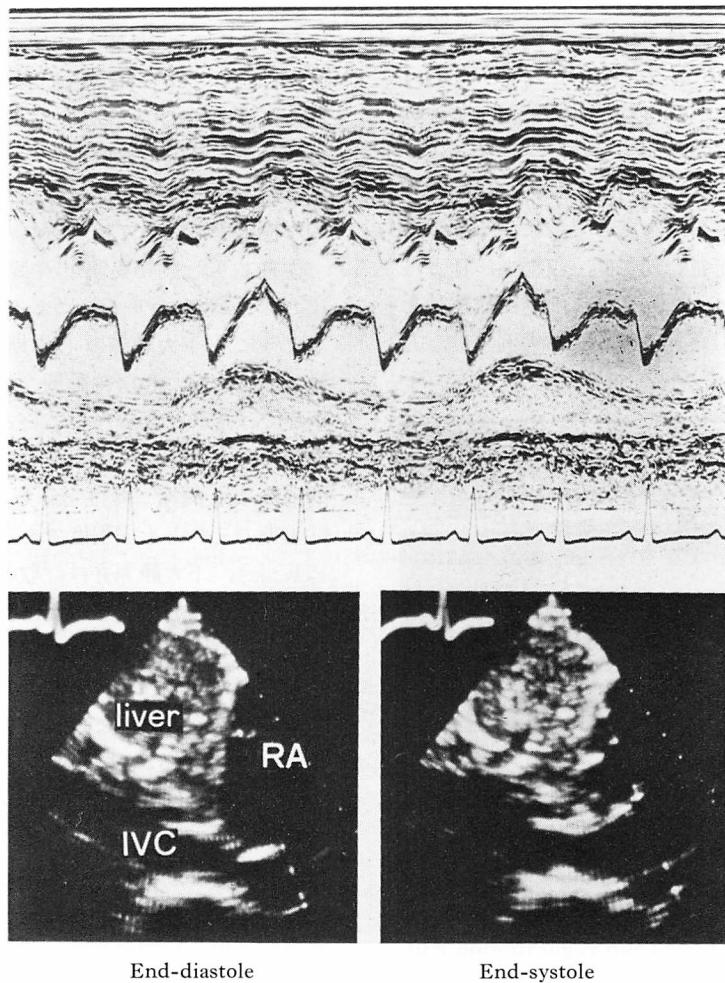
M-mode echocardiogram (top) and two-dimensional echocardiogram (bottom) of the Eustachian valve in a case with sinus rhythm.
